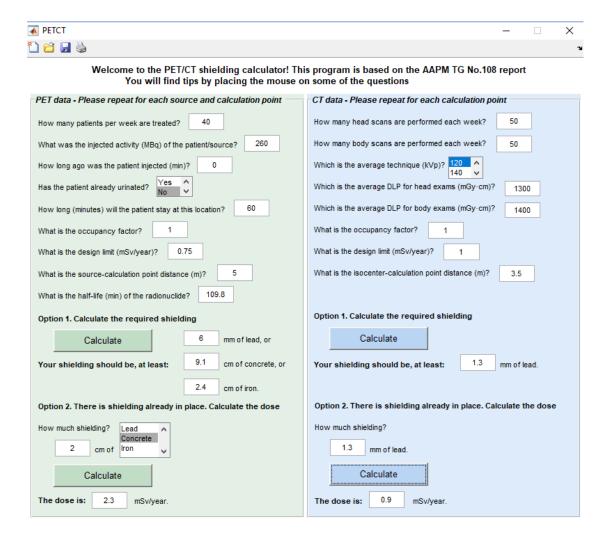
Figura 1: Interfaz de la aplicación para el radioisótopo F-18 y para la CT.
